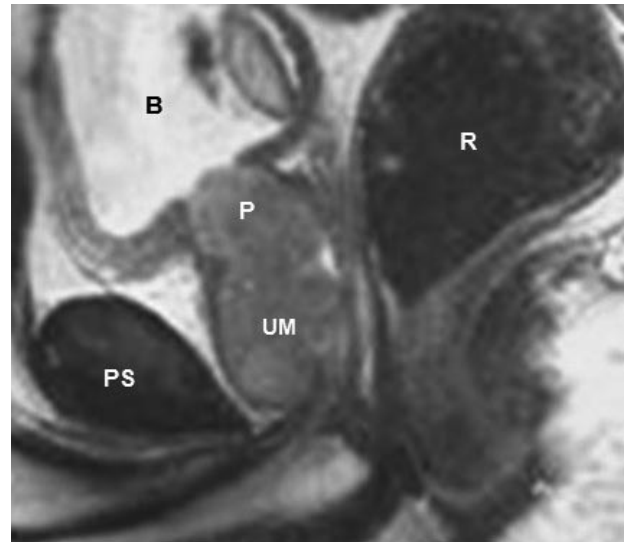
Imagen de RMN pélvica (Sagital T2) mostrando una masa homogénea en la luz de la uretra prostática.
